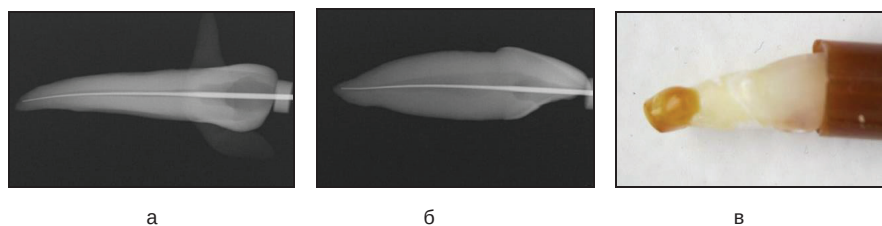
а, б. Прицільна рентгенографія з K-file у вестибуло-оральній та мезіодистальній проєкціях для підтвердження робочої довжини; в) покриття апікальної частини кореня двома шарами лаку, після цього – шаром липкого технічного воску; створення моделі *ex vivo*.
